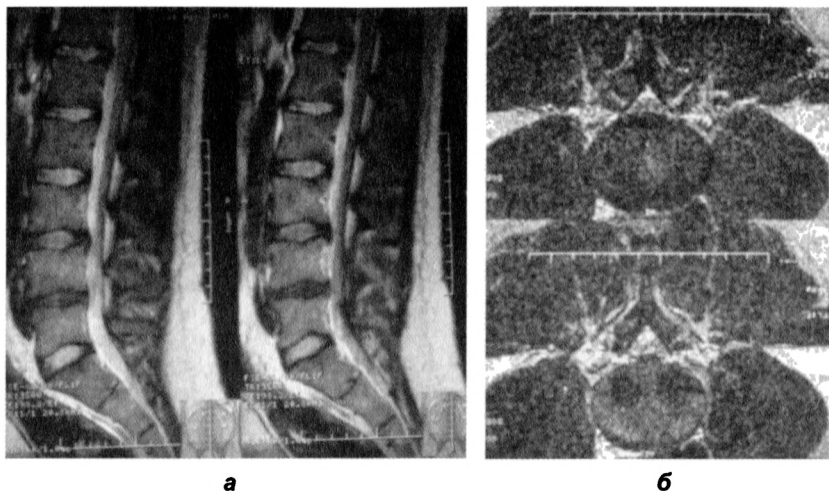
МР-томограммы пациента О. Физиологический поясничный лордоз выпрямлен. Срединная грыжа межпозвоночного диска L_{III}-L_{IV} размером 5 мм, срединная грыжа межпозвоночного диска L_{IV}-L_V размером 4 мм. Обе грыжи деформируют дуральный мешок и сужают межпозвоночные отверстия. В телах Th_{XII}-L_V выявляются разнокалиберные центральные узлы Шморля (а)
